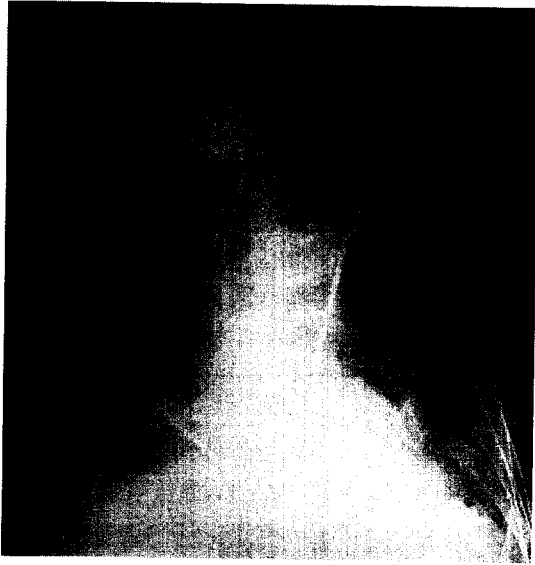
Chest radiography taken on 28th hospital day reveals increased extent of consolidation without evidence of pneumopericardium.
